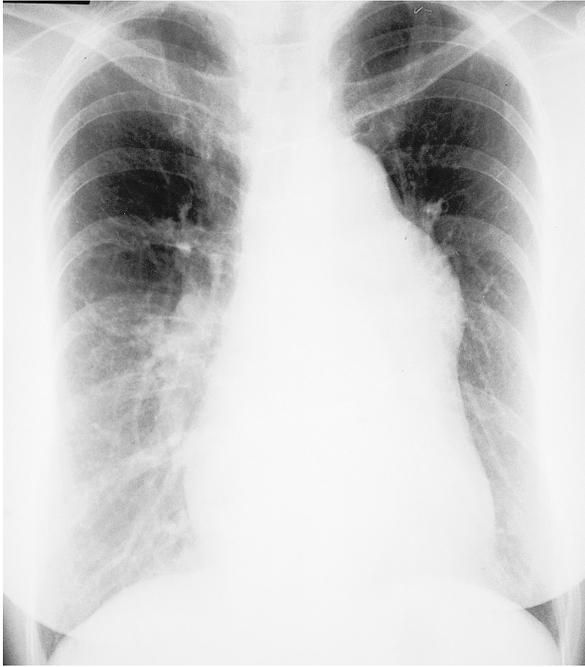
Chest roentgenogram on admission
